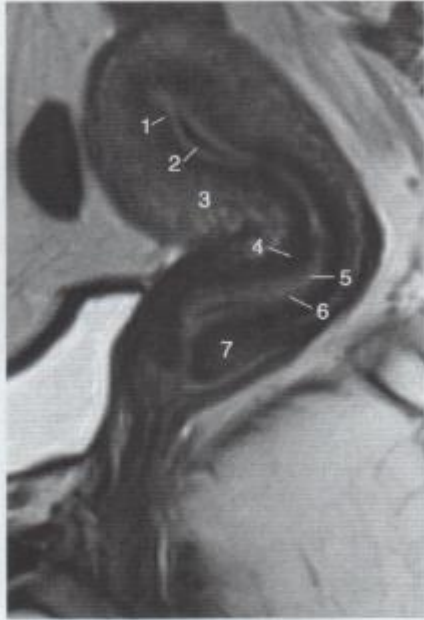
子宫正中矢状位高分辨 MRI (T₂WI) 图像
